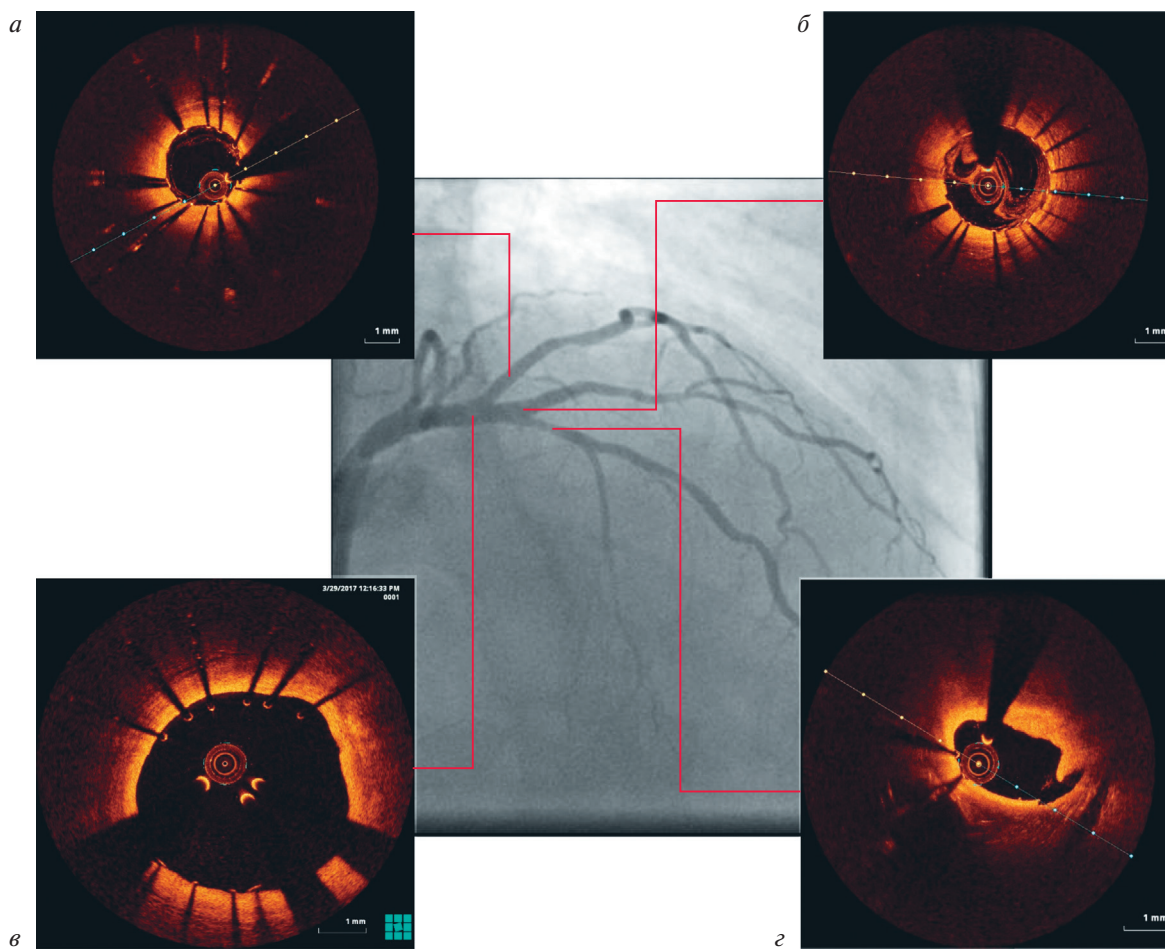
Оптические когерентные томограммы после стентирования:
